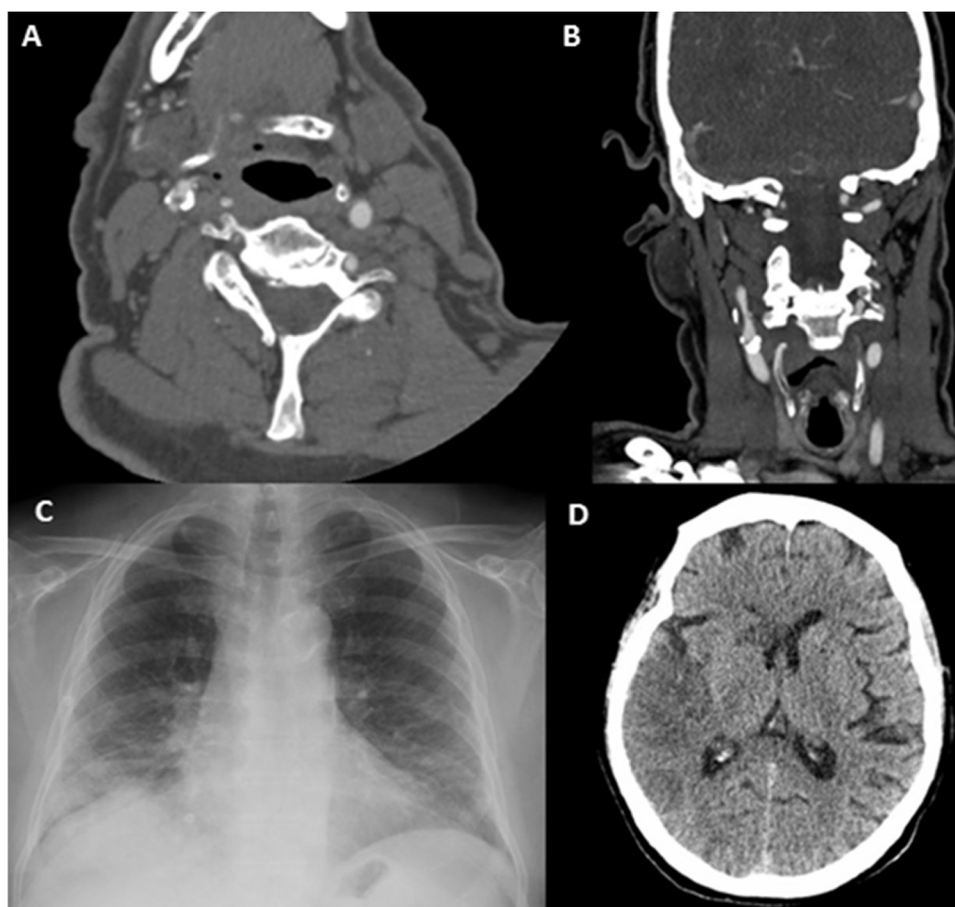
Paciente 6. A) Angio-TC axial, trombo endoluminal sobre placa de ateroma en la arteria carótida interna derecha (ACI). B) Reconstrucción coronal de angio-TC, placa de ateroma calcificada y trombo endoluminal sobre placa C) Radiografía de tórax, infiltración difusa bilateral por COVID-19. D) TC de cráneo sin contraste, con signos de infarto cerebral en el territorio de la ACMderecha.
